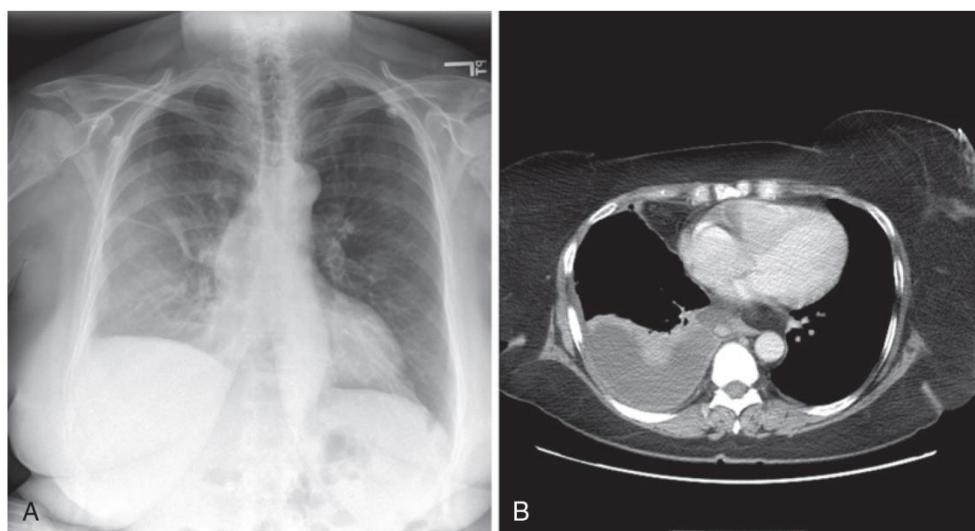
A, Supine radiograph of a patient with a large pleural effusion. Note the generalized homogeneous (“ground glass”) increase in radiopacity of the right side of this patient because of posterior layering of a pleural effusion. Also note the difference in the appearance of the pleural effusion when the patient is supine. As opposed to the upright radiograph (see Fig. 9.3), there is minimal blunting of the costophrenic angles and the vascular opacities are preserved in the overlying lung. B, A chest computed tomography (CT) scan of the same patient confirms the presence of a right-sided pleural effusion. Note the typical sickle-shaped appearance of the effusion on CT.
